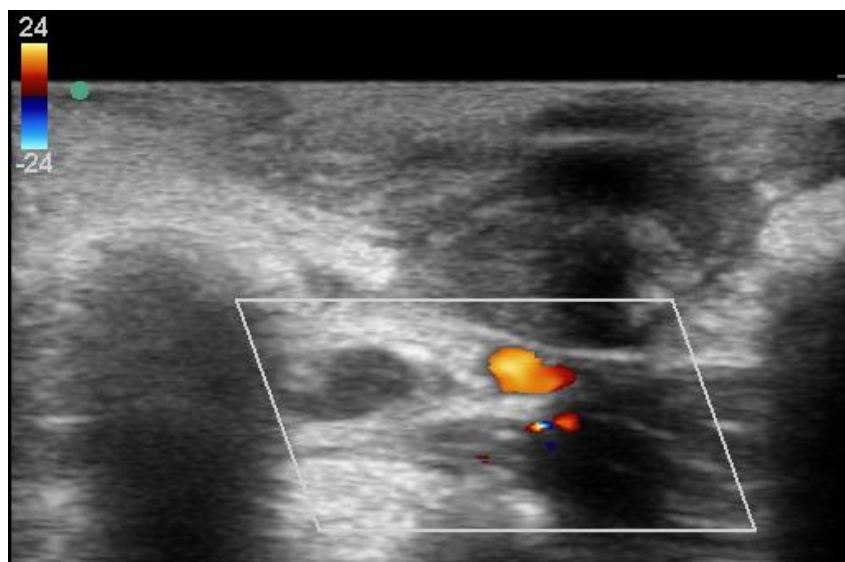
Immagine ecocolordoppler. Aorta passante poco sotto al impianto e separata dal margine muscolare; le anse intestinali sono spostate dalla pressione della sonda.
